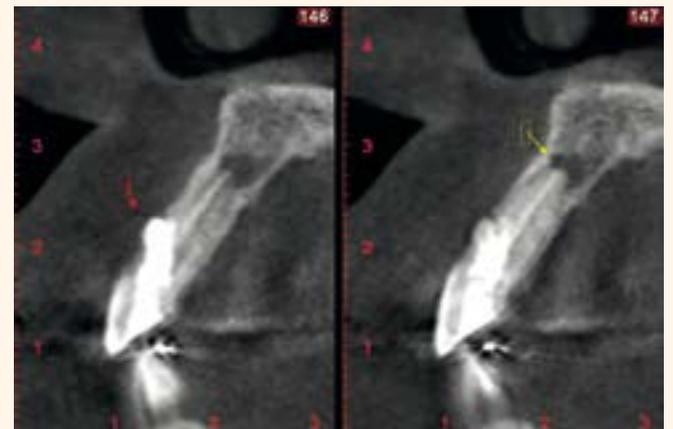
Radiografía 6 meses después.
